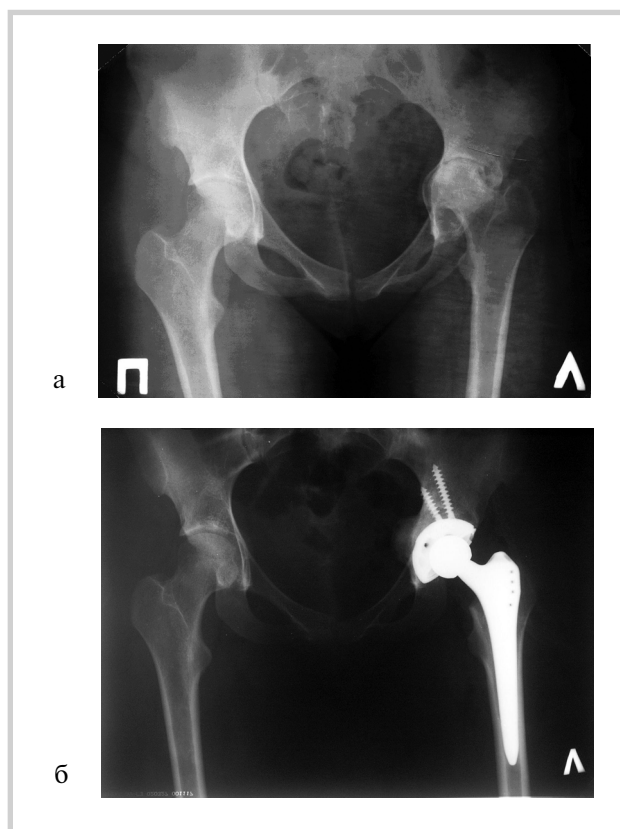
Рентгенограммы больной Я.
